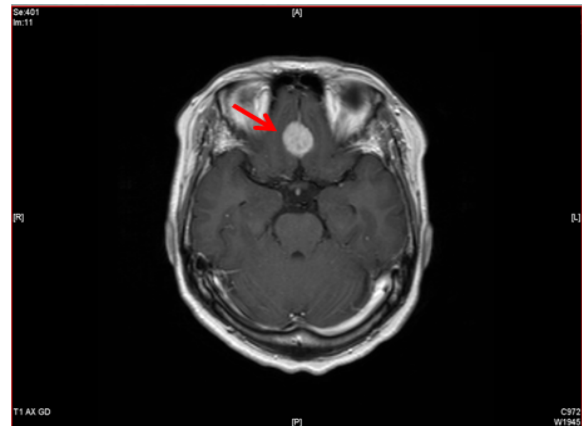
가돌리늄 조영증강 뇌 자기공명영상 소견(Gadolinium-enhanced brain MRI image)
